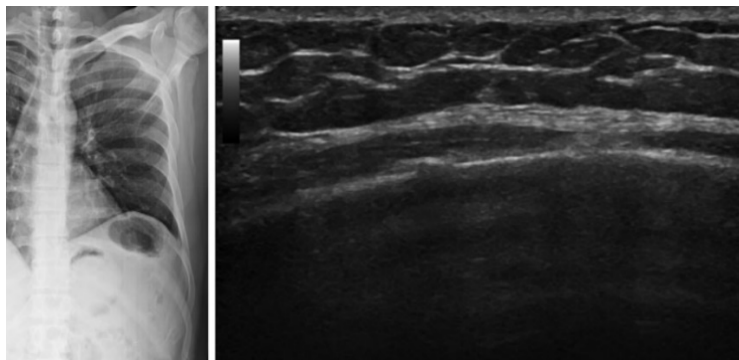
Данные рентгенографии грудной клетки и ультразвукового исследования зоны болезненности
